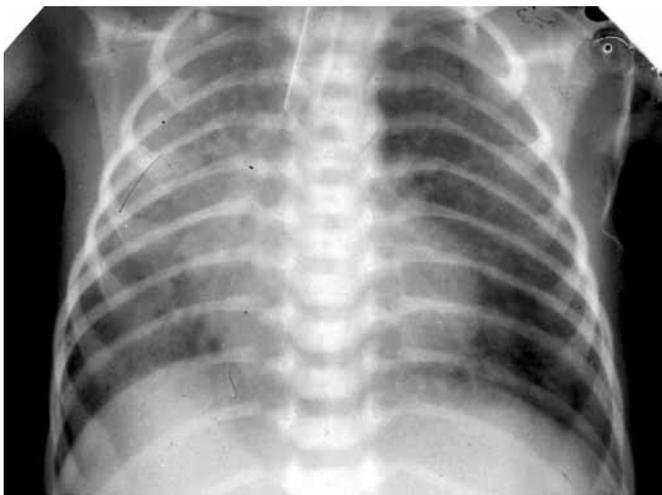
Хворий Р., 3 доби. Рентгенологічні ознаки тяжкого ступеня аспіраційного синдрому
